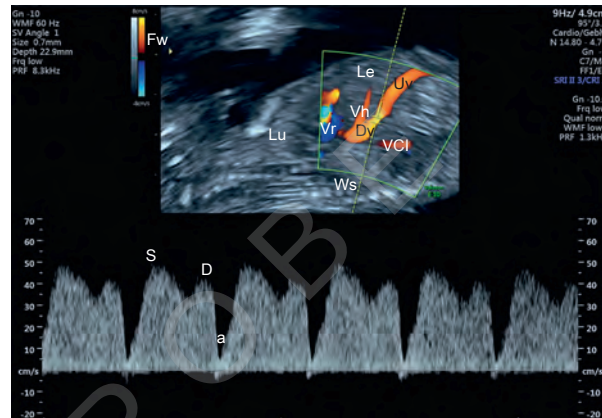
Mittsagittalebene, Ductus venosus und PW-Doppler des Ductus venosus, 12 + 4 SSW. a = a(-triale) Welle, D = diastolische Welle, Dv = Ductus venosus, Le = Leber, Lu = Lunge, Uv = Umbilikalvene, VCI = V. cava inferior, Vh = V. hepatica, Vr = rechter Vorhof, Ws = Wirbelsäule.
